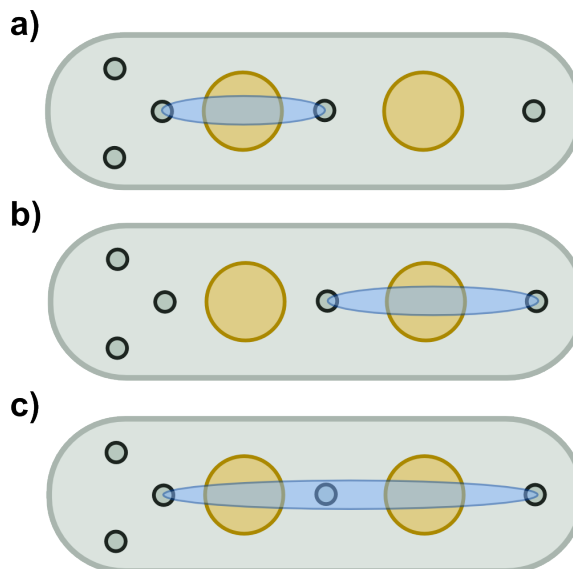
Chip de Sierra Sensors para la detección por medio de resonancia de plasmones superficiales.
